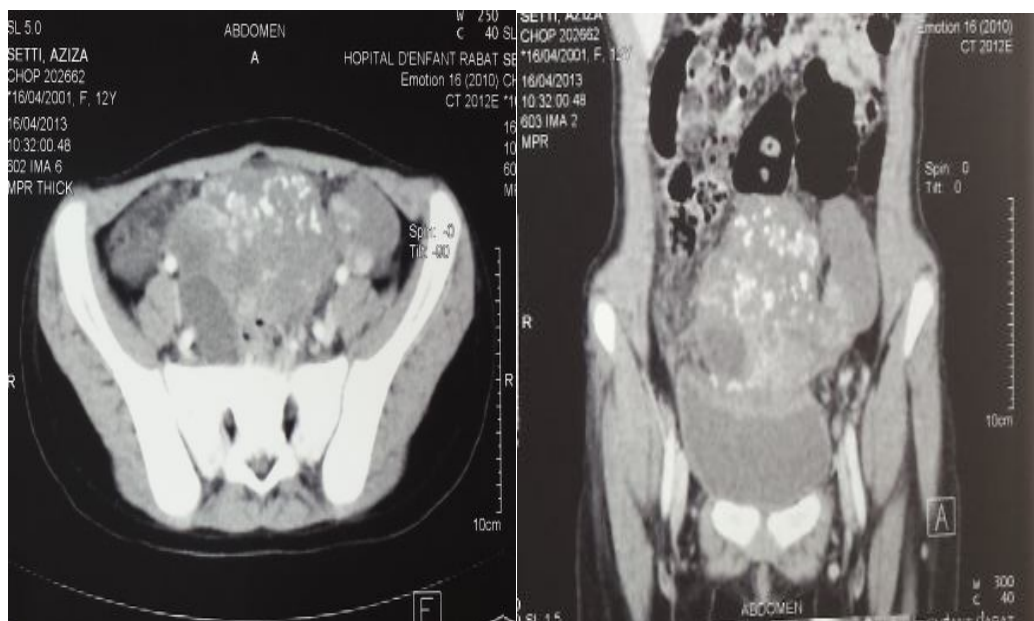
TDM abd-pelv (du 16/04/2013) après 3 cures de VIP montrant une nette régression de la masse abdomino-pelvienne avec de larges foyers kystisés de nécrose.
